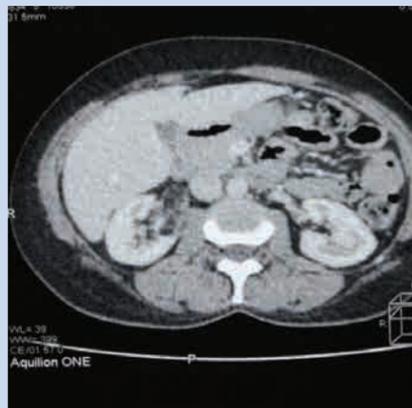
МСКТ почек с контрастированием.
